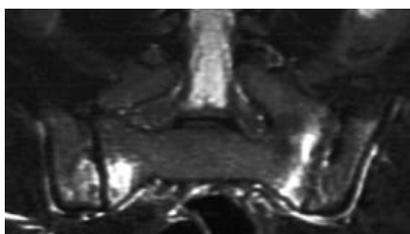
МР-томограмма КПС в полукоорональной проекции (режим STIR-T2). Двусторонний активный сакроилиит. ОКМ в виде участков высокоинтенсивного МР-сигнала в субхондральных отделах крестца с двух сторон и в правой подвздошной кости
